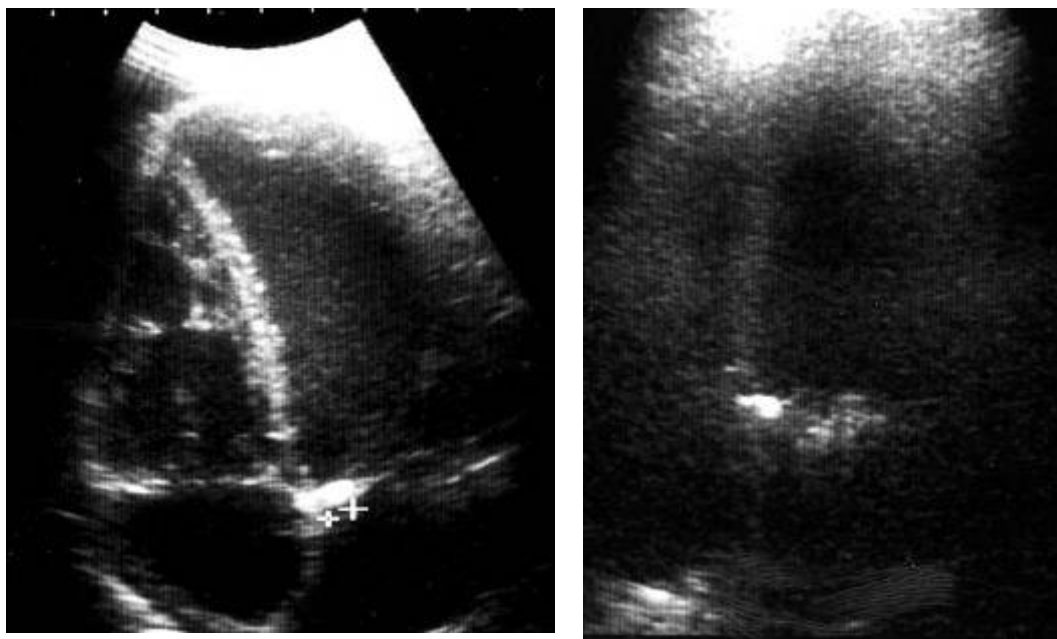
Эхокардиография (В-режим). Два случая кальциноза основания передней створки митрального клапана. (СОД на средостение 40 и 45 Гр).
